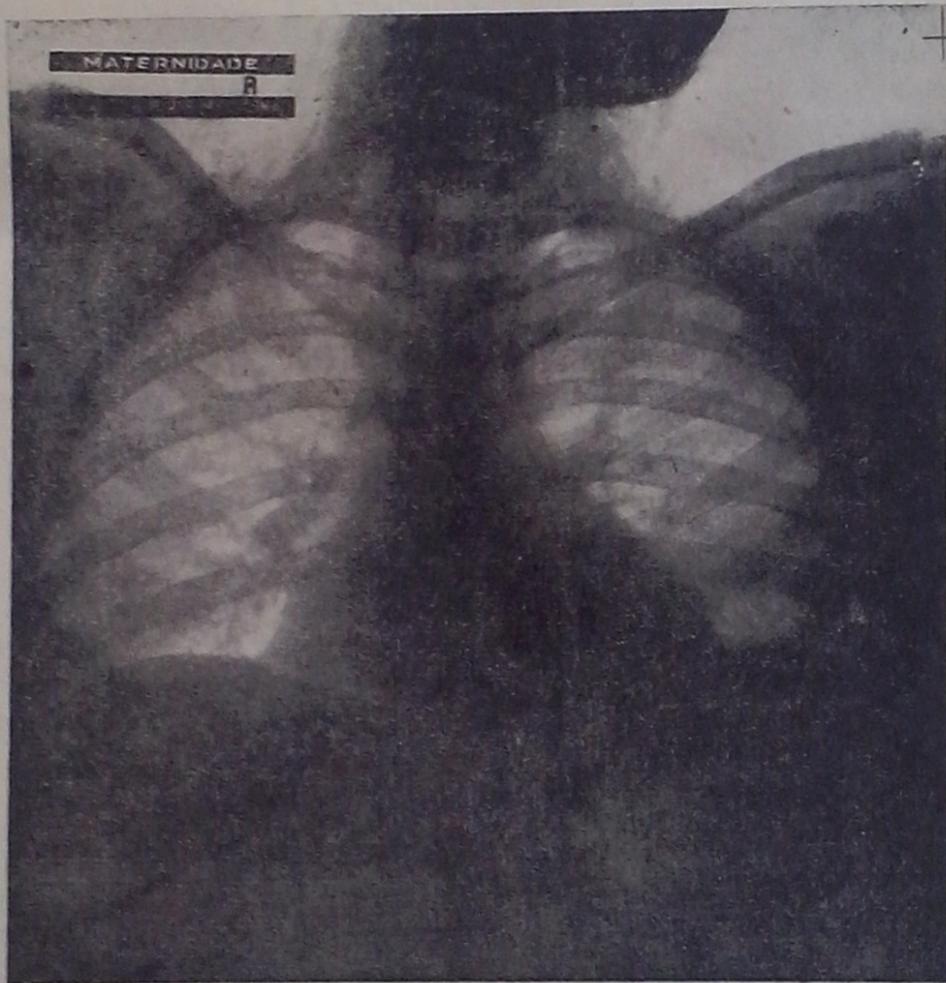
Radiografia do torace da paciente. Notam-se os campos pulmonares de permeabilidade normal, ausencia de fraturas de costelas. Nas fossas supraclaviculares e base do pescoço observa-se a imagem típica de enfisema.
